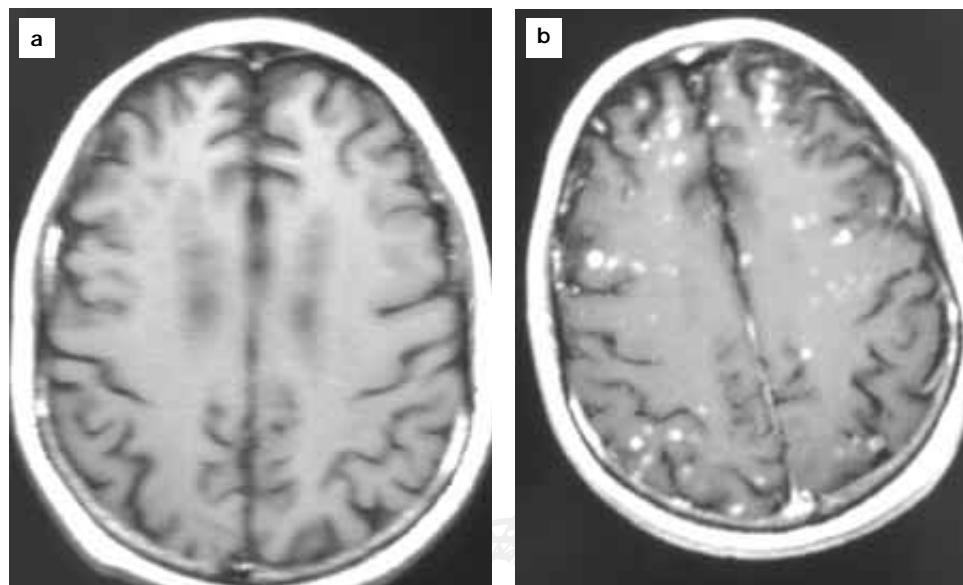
a. Resonancia magnética. Secuencia T1 axial simple; b, secuencia T1 contrastada.
